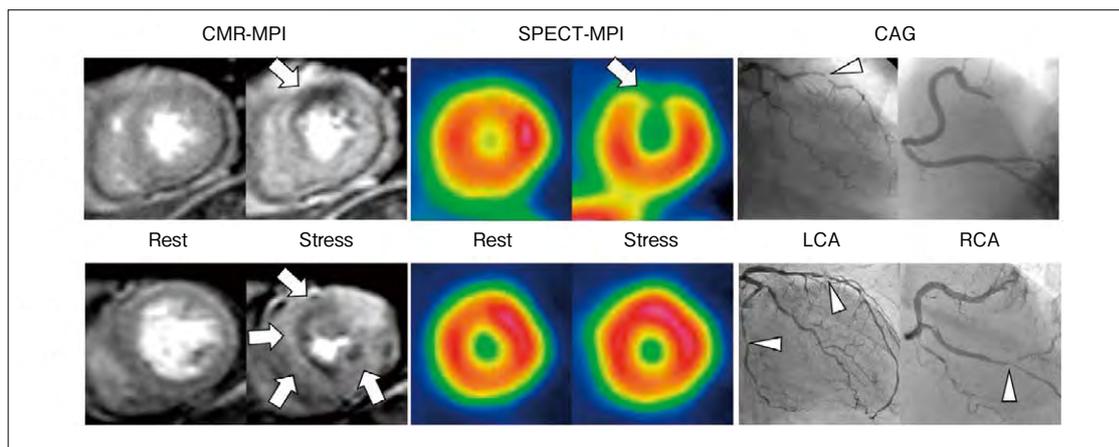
虚血性心疾患における負荷perfusion MRI (CMR-MPI), 負荷心筋血流シンチグラフィ (SPECT-MPI), 冠動脈造影 (CAG)
